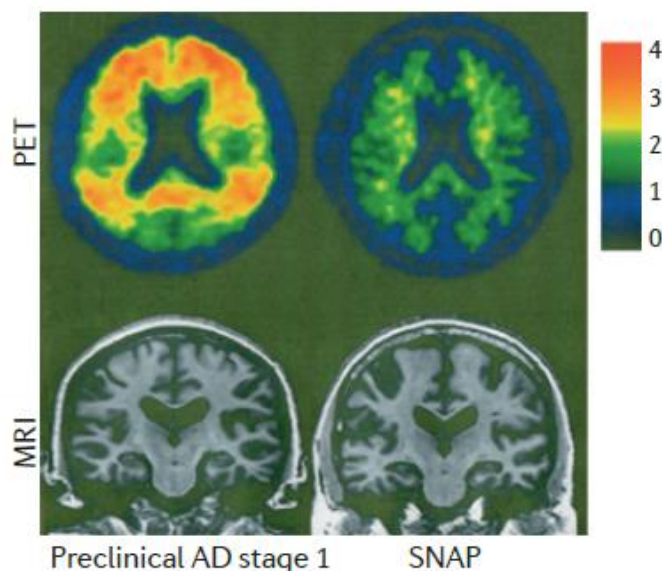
Diferenças em neuroimagens entre um doente Alzheimer em estágio DA pré-clínico e um indivíduo SNAP. Na coluna da esquerda, visualizam-se as imagens cerebrais de uma mulher de 75 anos com DA clinicamente normal. Níveis anormalmente elevados de A $\beta$  são identificados por PET. Na imagem de RM identifica-se uma estrutura cerebral normal. Na coluna direita, dispõem-se as imagens de uma mulher de 77 anos clinicamente normal, com níveis normais de A $\beta$  captados por PET, contudo identificam-se hipocampos atróficos visualmente óbvios à RM. Fonte: imagens retiradas do texto de opinião - *Suspected non-Alzheimer disease pathophysiology – concept and controversy*.
